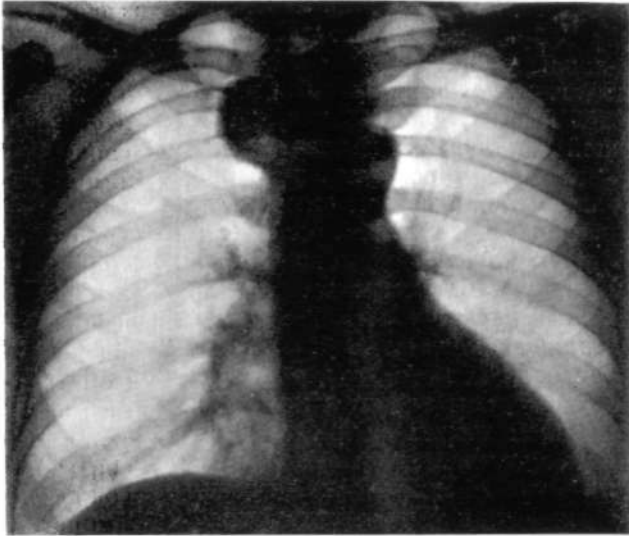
Прямая рентгенограмма. Патологическое образование, расположенное в правом паравертебральном отделе: опухоль легкого? опухоль средостения?
